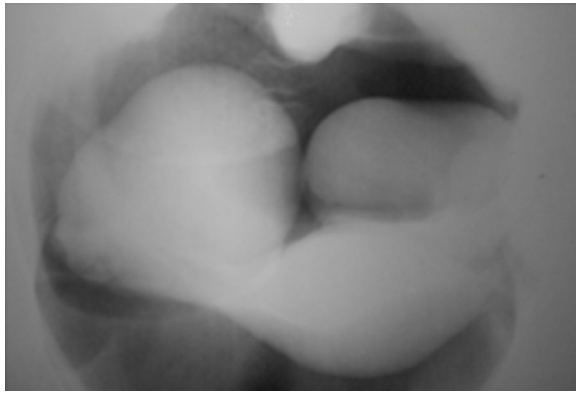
(a) Neumopelviografía: núcleo miomatoso en cara anterior del útero y leve aumento generalizado del cuerpo uterino. (b) Ginecografía: mioma en cara anterior (archivo C. Gotta).
